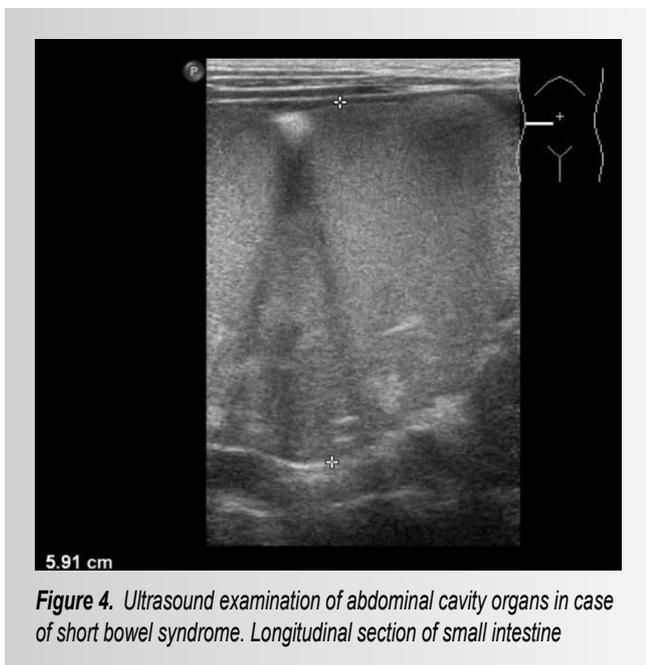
Ultrasound examination of abdominal cavity organs in case of short bowel syndrome. Longitudinal section of small intestine
